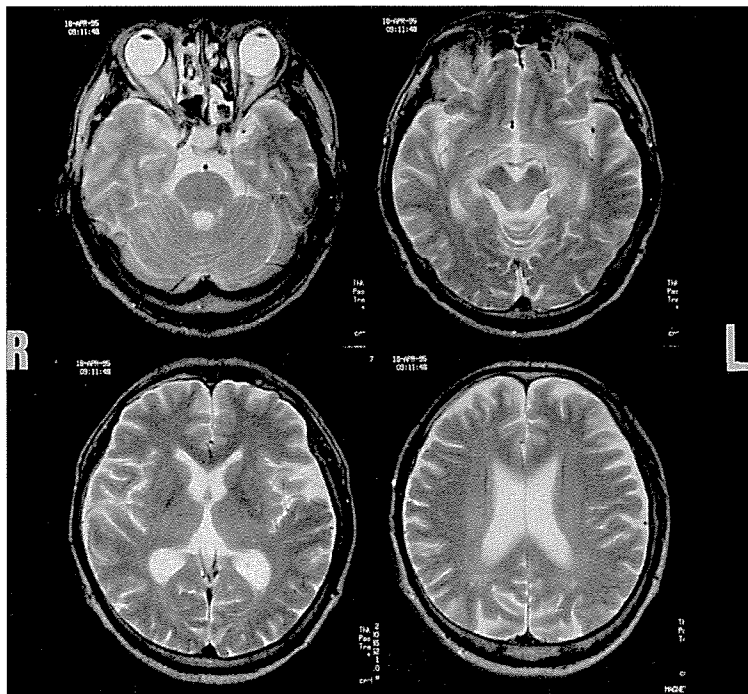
頭部MRI水平断T₂強調画像 (Siemens Magnetom 1.5T, スピン・エコー法, TR 3100msec, TE95msec) 1995年4月18日撮影。左側頭葉の軽度の萎縮を認めるが、明らかな実質病変は指摘できない。
